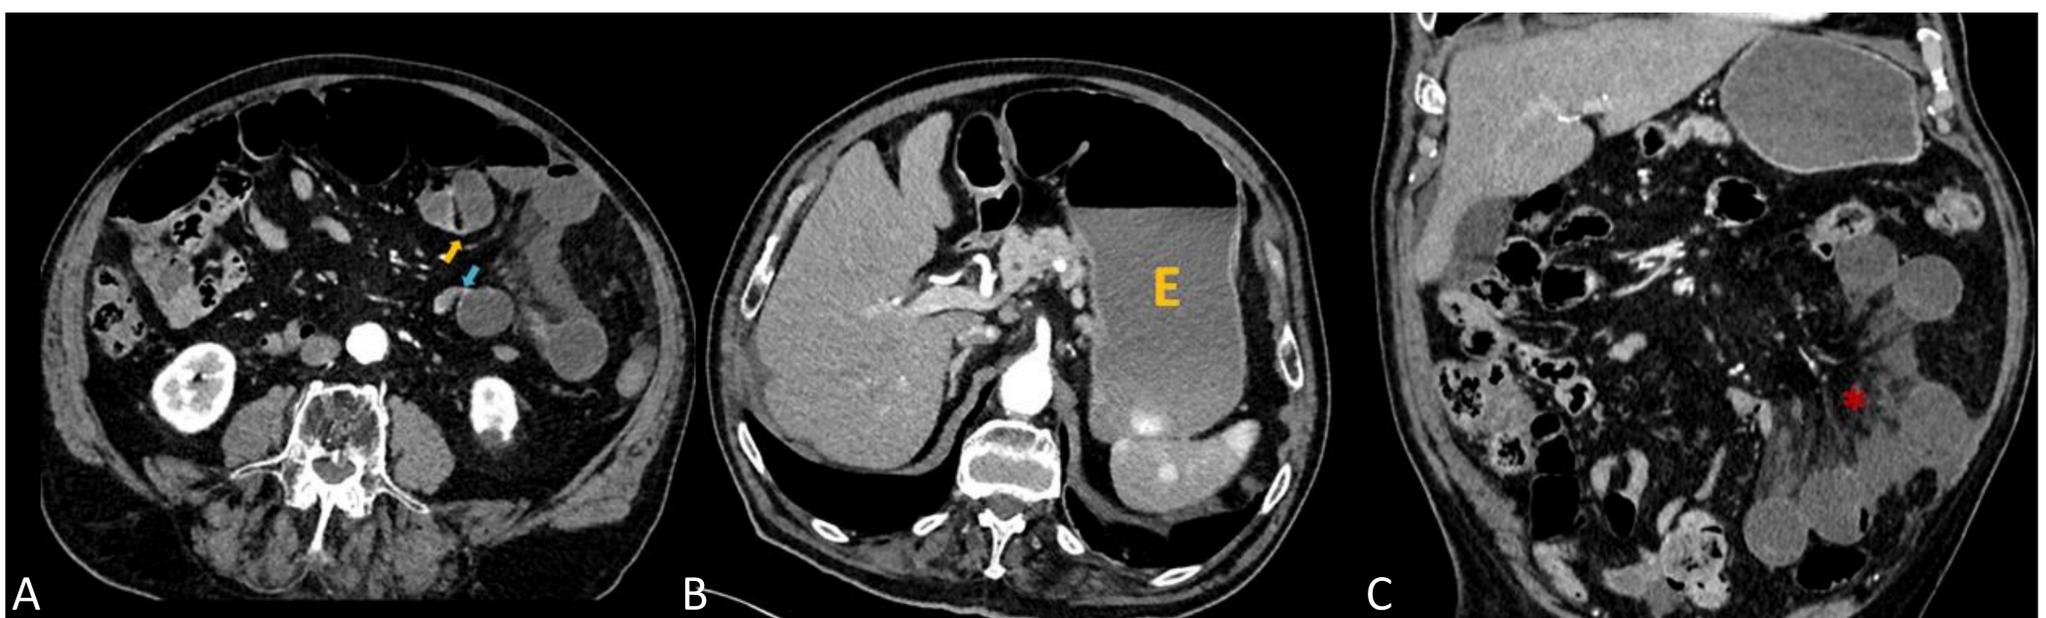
A, B) TAC abdominopélvica, C) Reconstrucción coronal. Dilatación de asas de intestino delgado con dos cambios de calibre en vacío izquierdo próximos entre sí (flechas) sugestivo de obstrucción en asa cerrada. La dilatación afectaba a asas proximales y estómago (E), presentando vómitos fecaloideos. Edema en el mesenterio (asterisco rojo).
